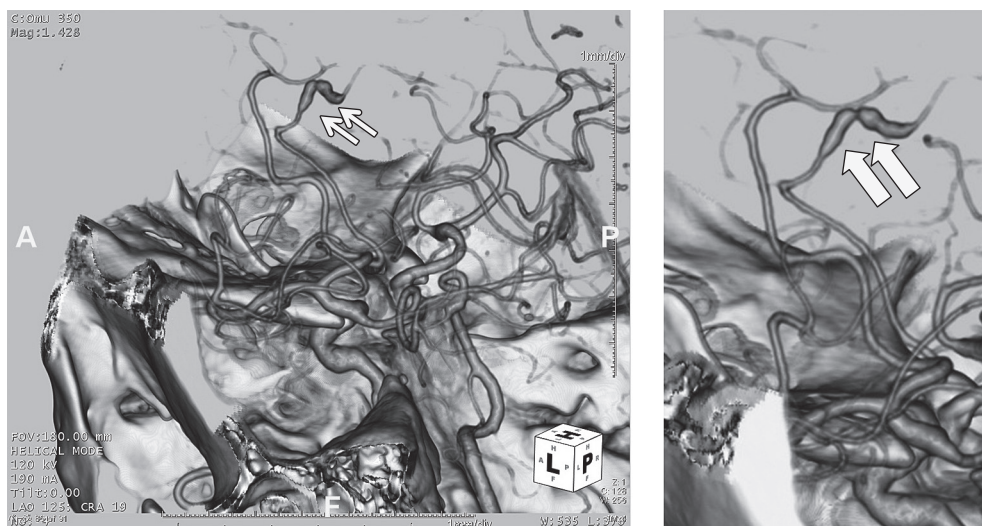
Intracranial 3D-CT angiography.
